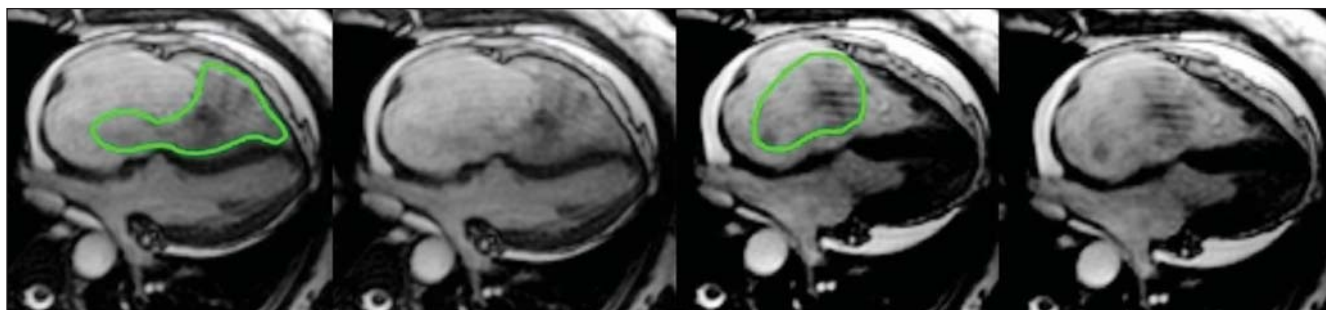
Cine-RM demonstrando a quantificação da massa, estimada em 75,2 g.
